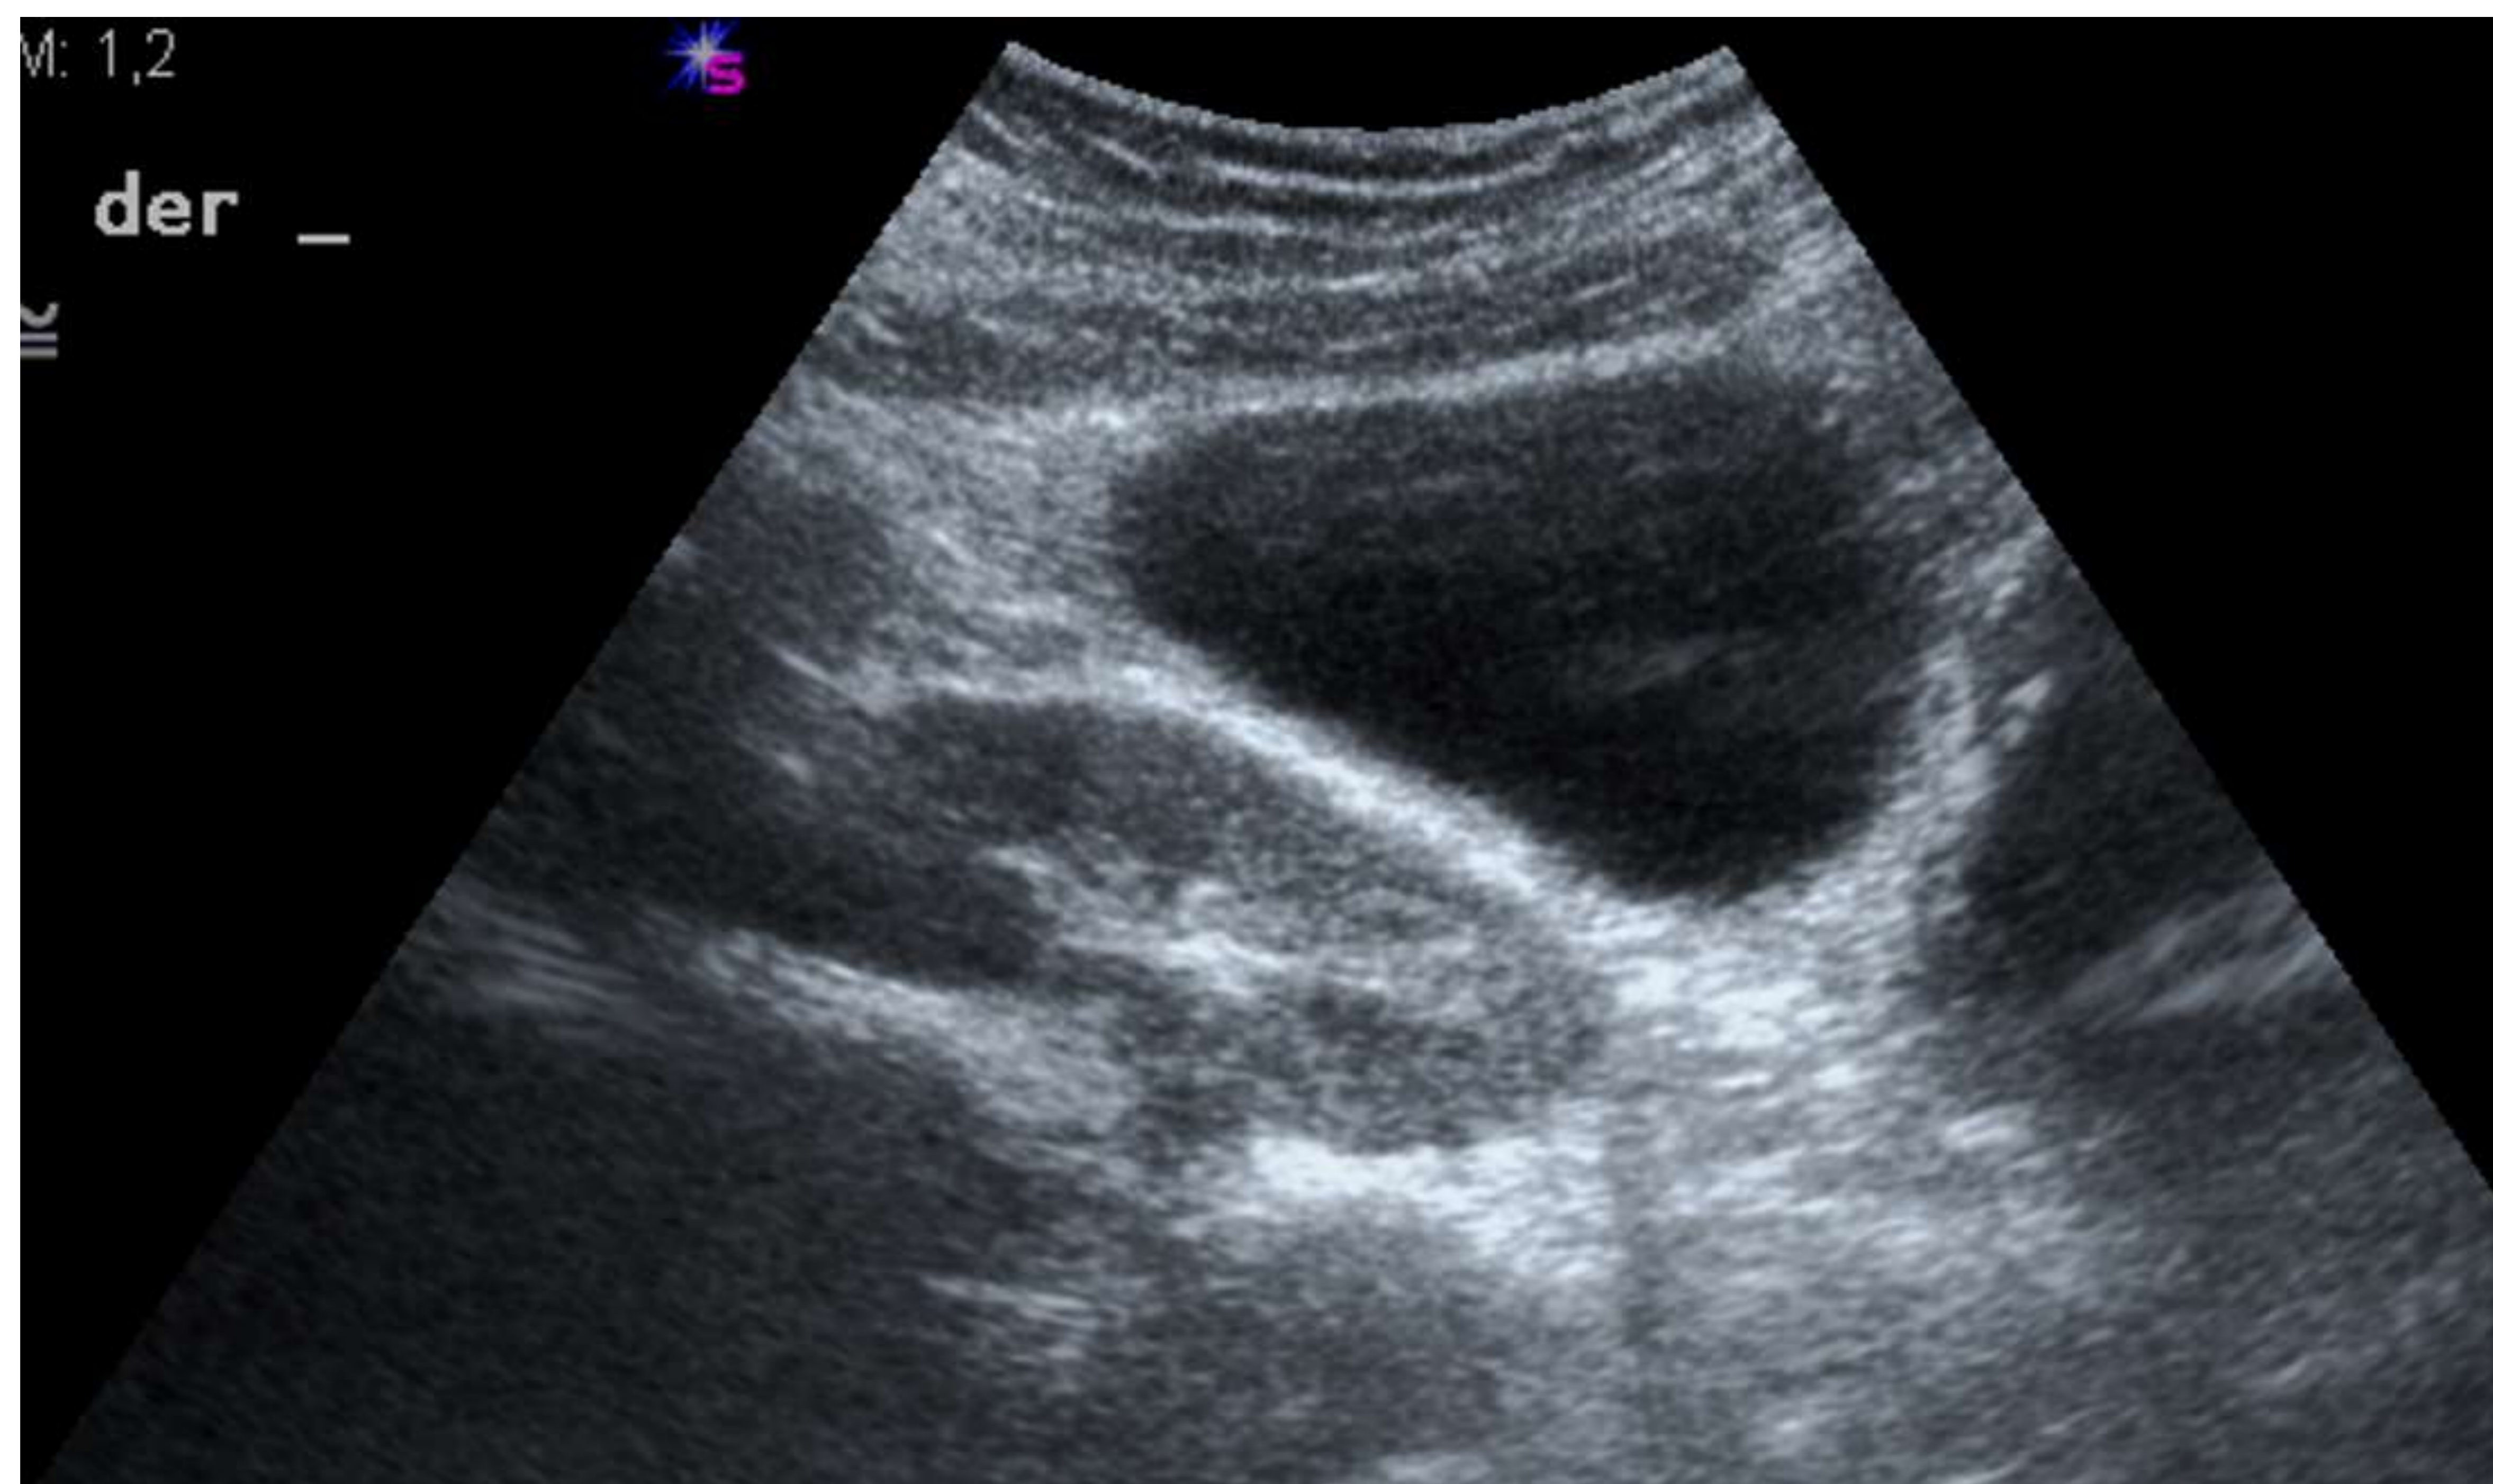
Imagen de ecografía. Columna de Bertin hipertrofiada (♦) en tercio medio de riñón.
